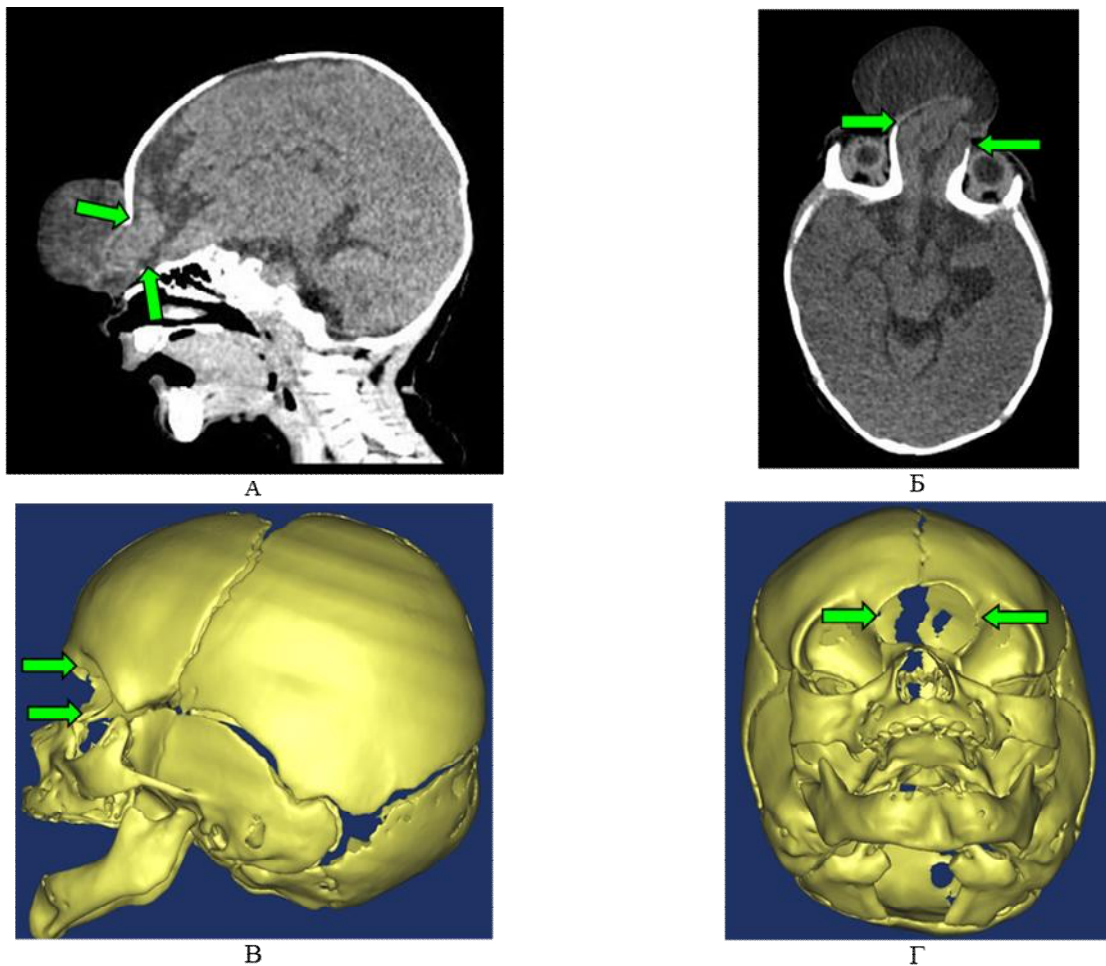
Пациентка Д-ва, 2 мес. КТ-изображение черепа с фронтоназальной черепно-мозговой грыжей: А - на сагиттальном срезе стрелками указан дефект кости выше носовых костей, Б - на аксиальном срезе стрелками указан дефект в фронто-назальной области, деформация передней черепной ямки, латерализация медиальных стенок орбит, В - КТ-3D-реконструкция (в боковой проекции) стрелками указан дефект в фронто-назальной области, деформация, гипоплазия носовых костей, Г - КТ-3D-реконструкция (передняя полуаксиальная проекция) стрелками указан дефект в передней черепной ямке, деформация, гипоплазия носовых костей
